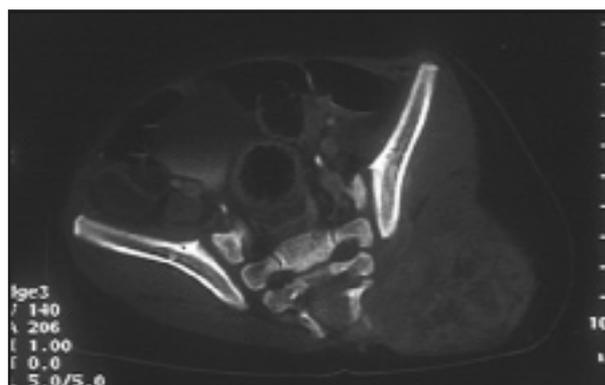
TDM (cas n°2) : masse tissulaire rétro-sacrée gauche de 8 cm.
